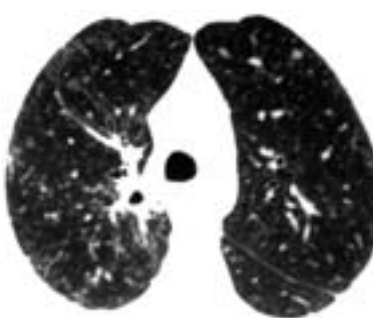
Фрагмент КТ органов грудной клетки, июль 2007 г. (после 8 мес лечения).
